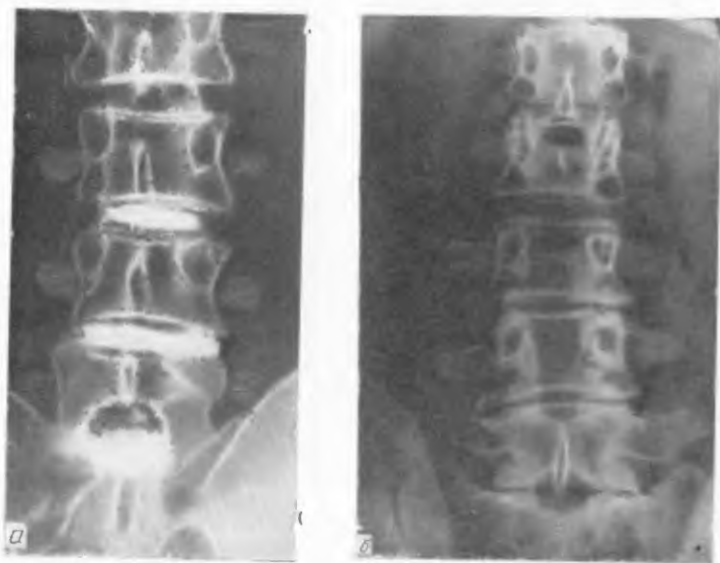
Прогрессирование уменьшения высоты межпозвоночных промежутков. а — дискограмма больного С. до ламинэктомии; б — рентгенограмма того же больного через 3 года после ламинэктомии и удаления грыжи диска L<sub>3-4</sub> и L<sub>4-5</sub>.
